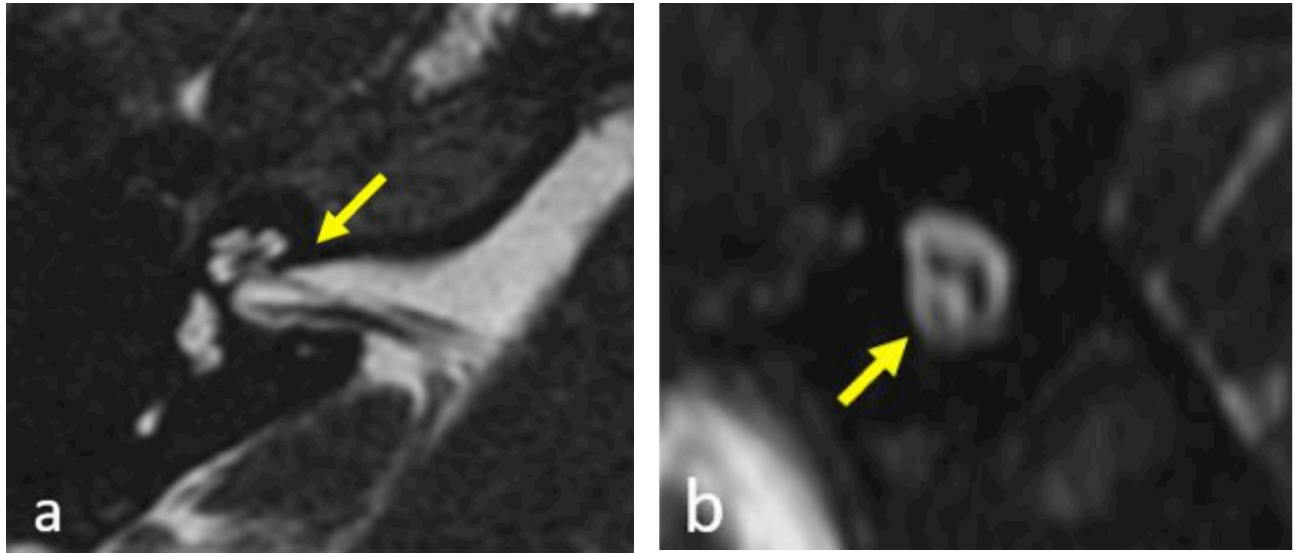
IRM de l'oreille interne droite en séquence HR T2 en coupe axiale (a) et en reconstruction sagittale oblique perpendiculaire au CAI (b): Hypoplasie du nerf cochléaire (flèches) (5).
